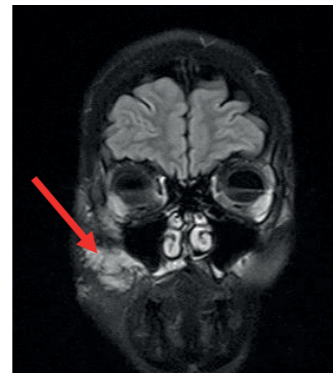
MRT der venösen Malformation
